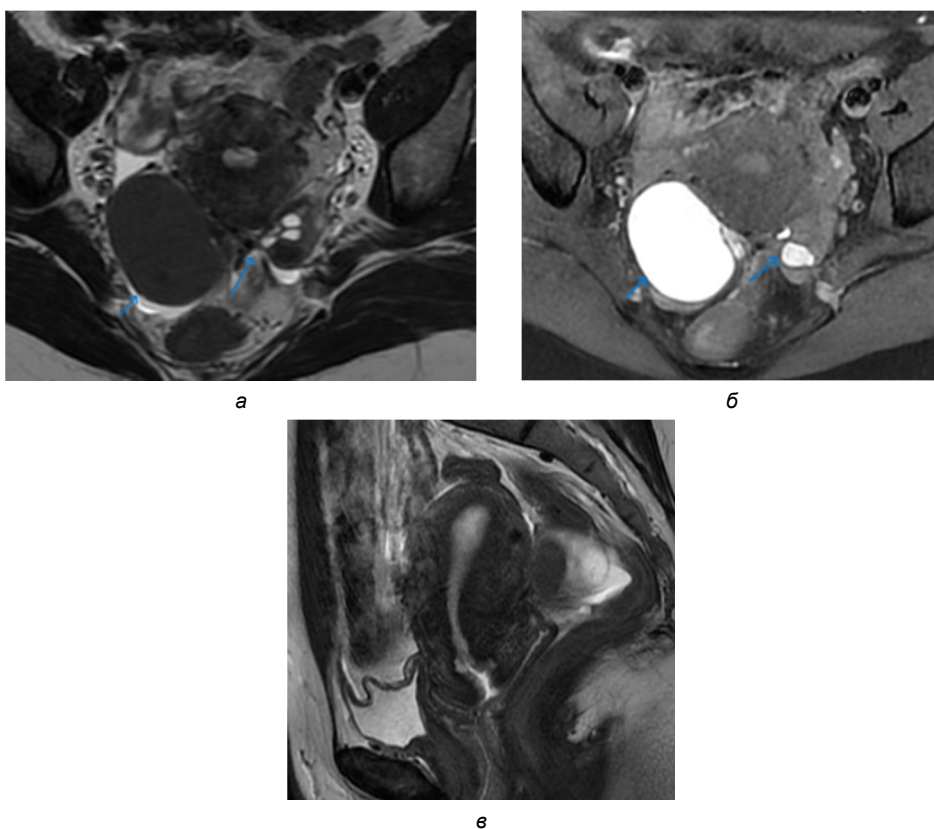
Данные МРТ органов малого таза у пациентки с ЭКЯ и ГЭ:
